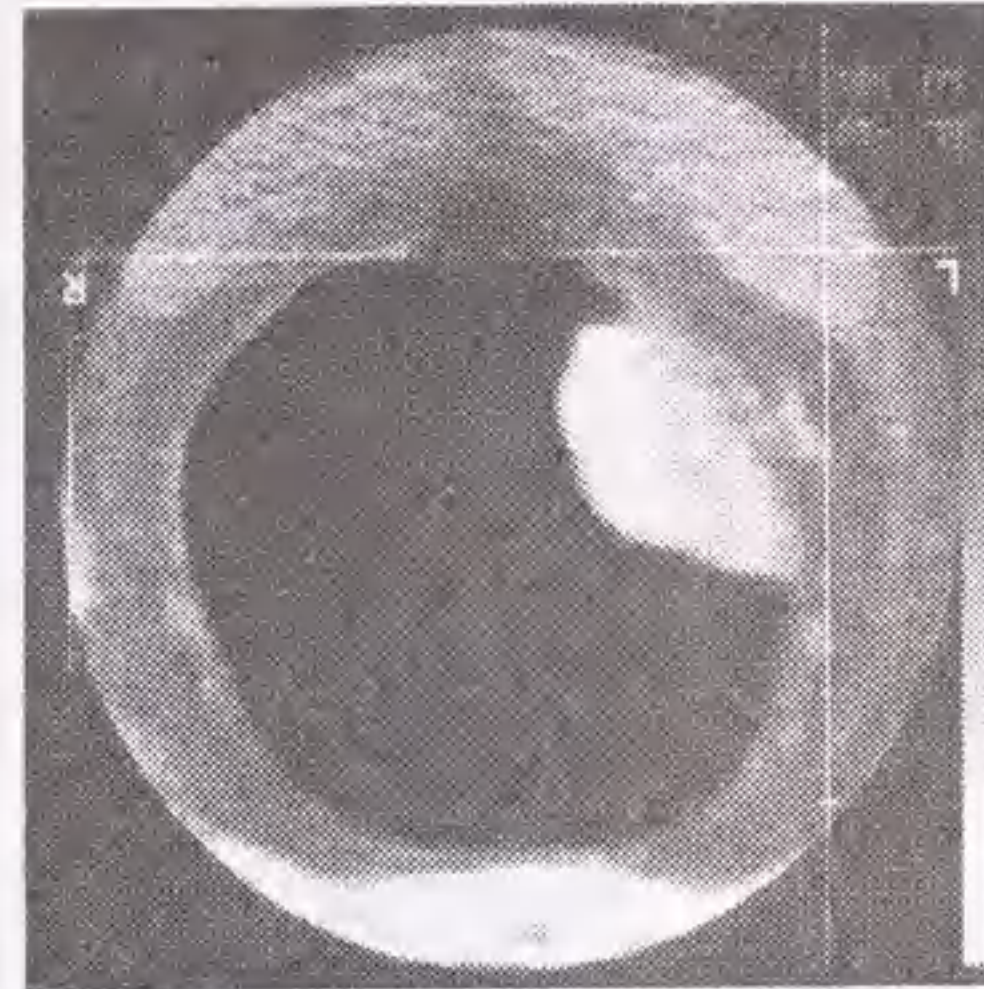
CT images of rectal carcinoma in cross-section, which were employed to obtain the 3D voxel image data.
